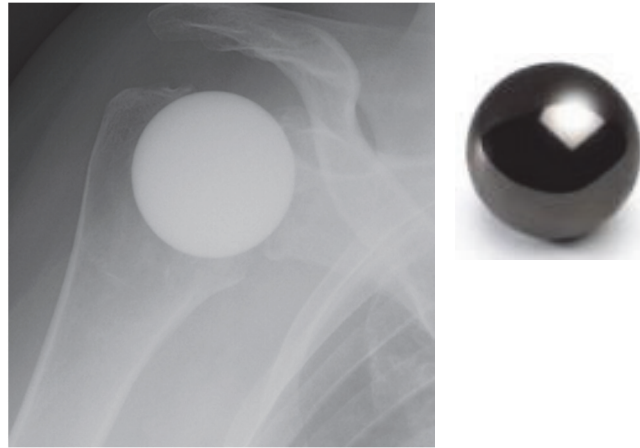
arthroplastie d'interposition d'épaule en pyrocarbone et implant (Inspyre, Tornier-Wright, Blummington USA). Radiographie (gauche), implant (droite)
